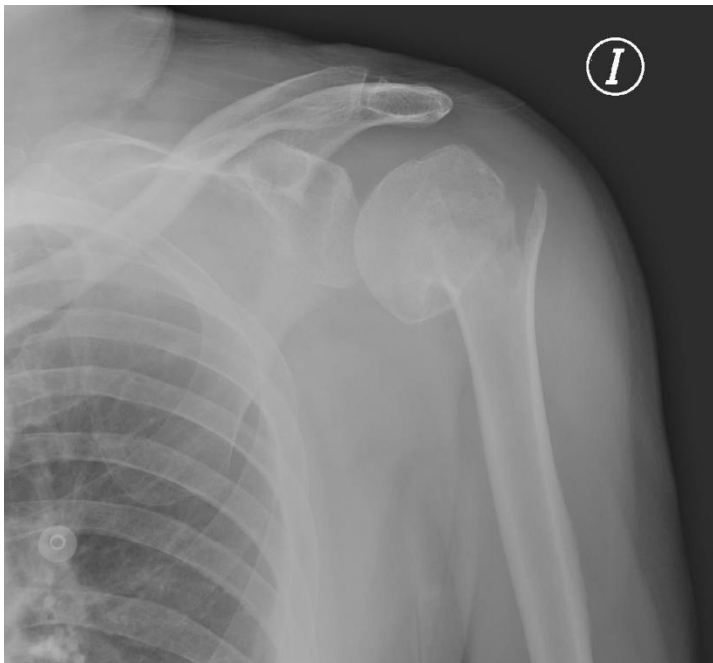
Radiografía de hombro izquierdo, en la que se puede observar fractura desplazada con integridad de la articulación.
